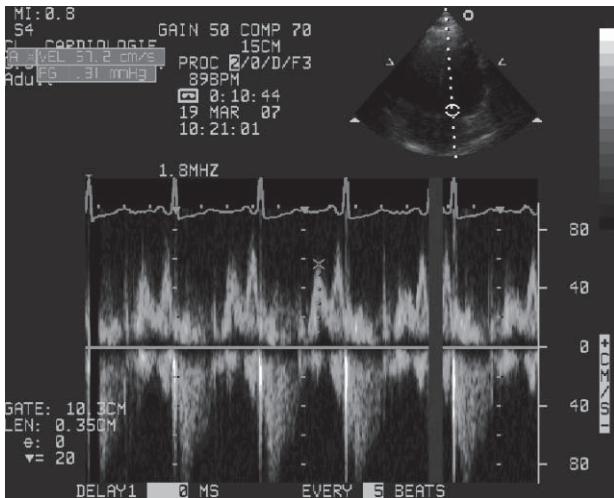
Examen ecocardiografic: doppler transmitral: E/A <1.
